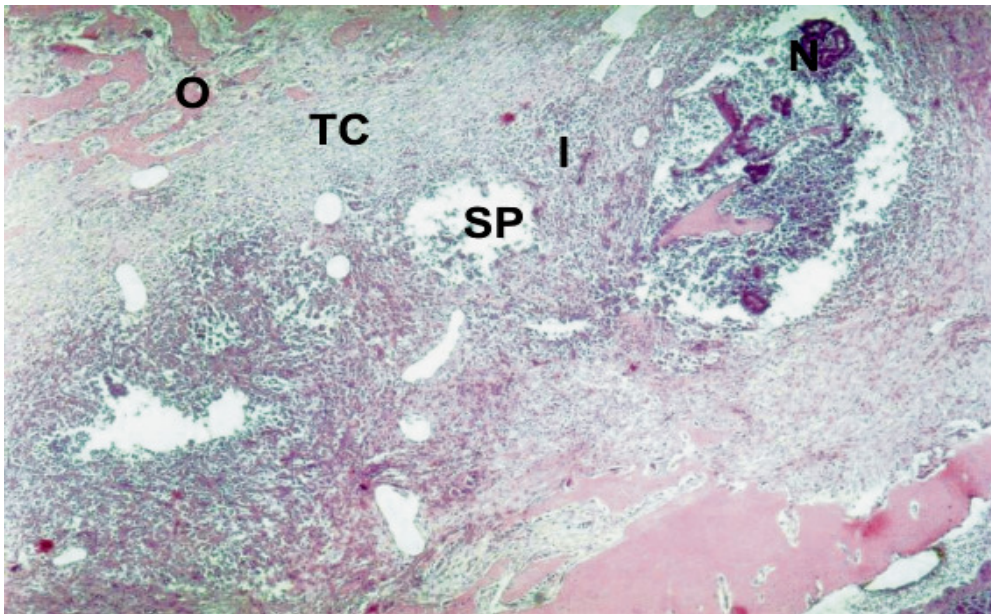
Fotomicrografia da porção cervical alveolar do grupo IIB. Na região central do alvéolo observam-se áreas de tecido necrótico (N) e cavidades supurativas (SP) circunscritos por células de exsudato inflamatório (I). Entretanto, na periferia do mesmo ocorre presença de tecido conjuntivo mais organizado (TC) e trabeculado ósseo em desenvolvimento (O). Coloração HE. Aumento:  $\pm 56X$ .
